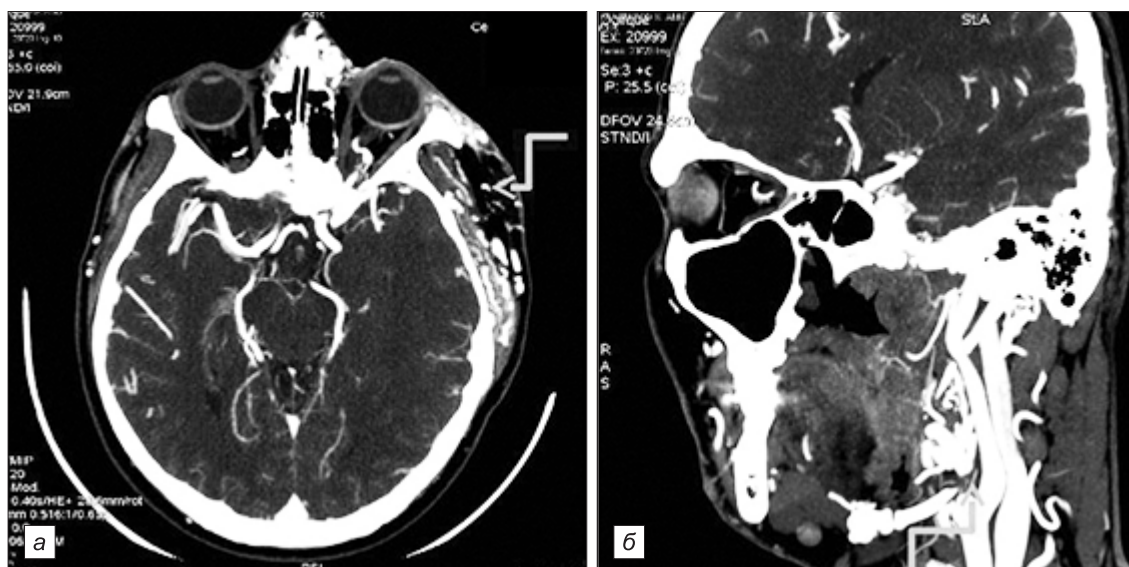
МСКТ-ангиограммы в аксиальной (а) и косой сагиттальной (б) проекции.
